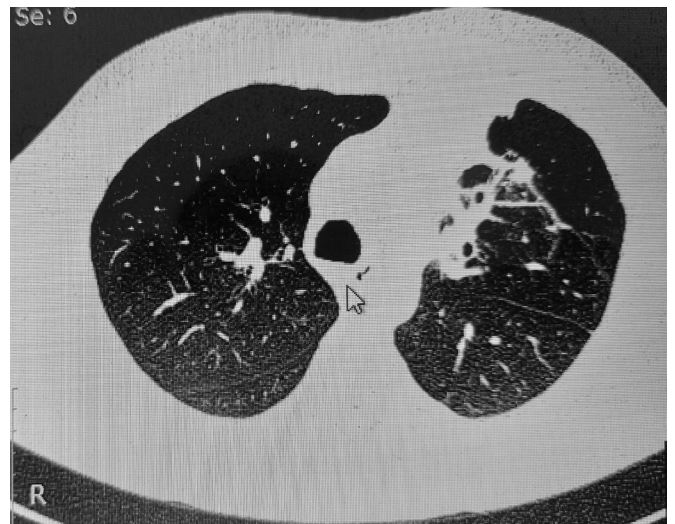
Компьютерная томография органов грудной клетки после 2 курса химиотерапии
